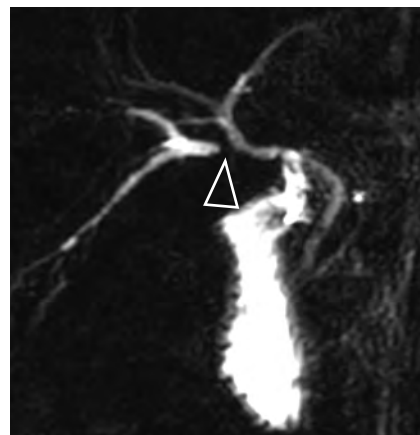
Bili-IRM réalisée dans les suites d'une cholécystectomie qui s'est compliquée d'une plaie biliaire. Cette patiente présentait une variante anatomique, avec un abouchement du secteur biliaire postérieur droit bas situé sur le canal hépatique commun, à proximité du canal cystique. Le canal sectoriel postérieur droit a été lésé au cours de la chirurgie. En postopératoire, on visualise une sténose (tête de flèche) associée à une dilatation sectorielle des VBIH d'amont
